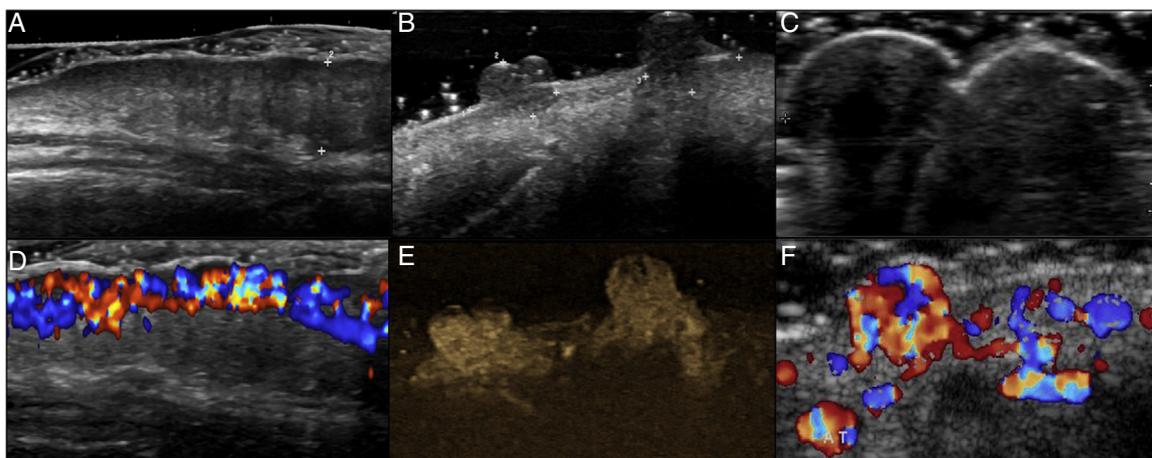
A-F) Ecografía en HALE. A) Escala de grises y D) Doppler color del caso 1; B) Escala de grises y E) Ecoangiografía (*B-Flow*, General Electric Health Systems) del caso 2; C) Escala de grises y F) Doppler color del caso 3. Múltiples placas hipocogénicas de contornos medianamente delimitados e hipervascularizadas en forma difusa, dérmicas y subcutáneas superficiales que demuestran zonas pseudonodulares que sollevantan y ondulan la epidermis, algunas de aspecto exofítico, polipoideo y con áreas de engrosamiento epidérmico, dérmico y subcutáneo superficial. Nótese la comunicación vascular entre las lesiones en D-F, lo cual era subclínico en el caso 2 (B y E) y obsérvese que la arteria temporal (T) se encuentra cercana a la lesión en F.
